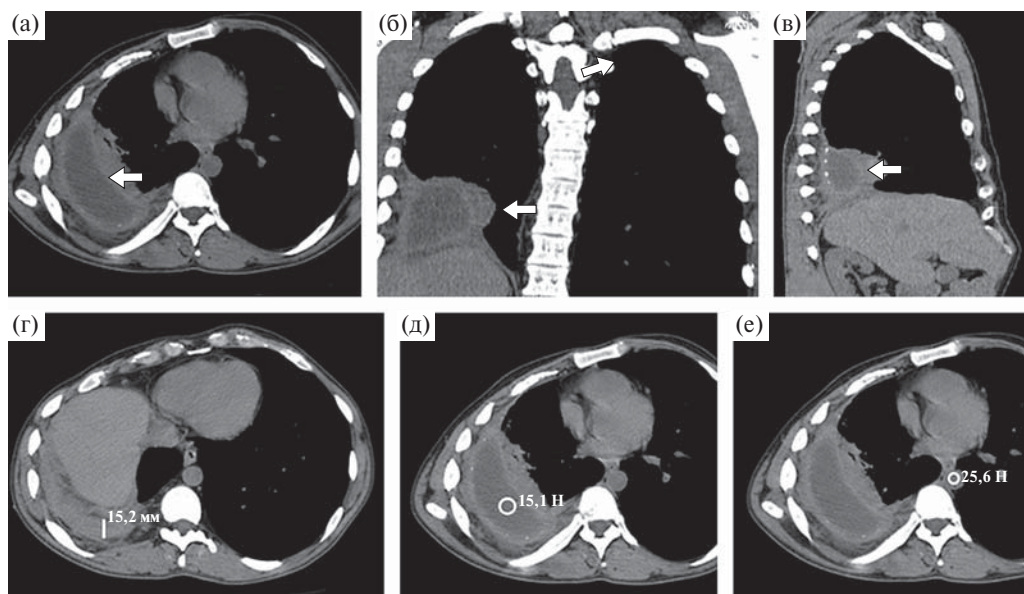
Больная 32 лет. а–в – почковидной формы объемное образование (стрелка); г – переднезадний размер выпота; д – плотность содержимого внутри образования; е – плотность крови в аорте. Трансверсальный срез (а) и мультипланарные реконструкции КТ в прямой (б) и правой боковой (в) проекциях органов грудной клетки. Средостенное электронное окно. г–е – трансверсальные срезы.
